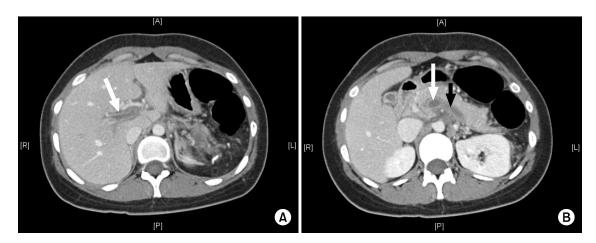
Contrast enhanced abdominal pelvic computed tomography scan on the first day. (A) Portal vein with low attenuated thrombus (white arrow). (B) Enlarged superior mesenteric vein (white arrow) and splenic vein (black arrow) with low attenuation representing an intraluminal thrombus.
